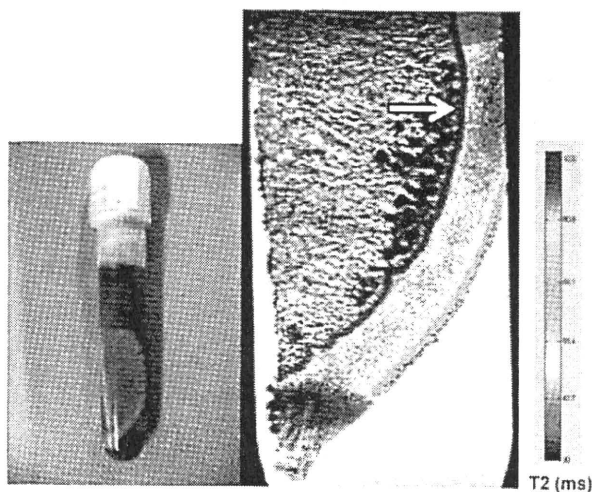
ブタの摘出軟骨片のT2マッピング (11.7T MRI)
